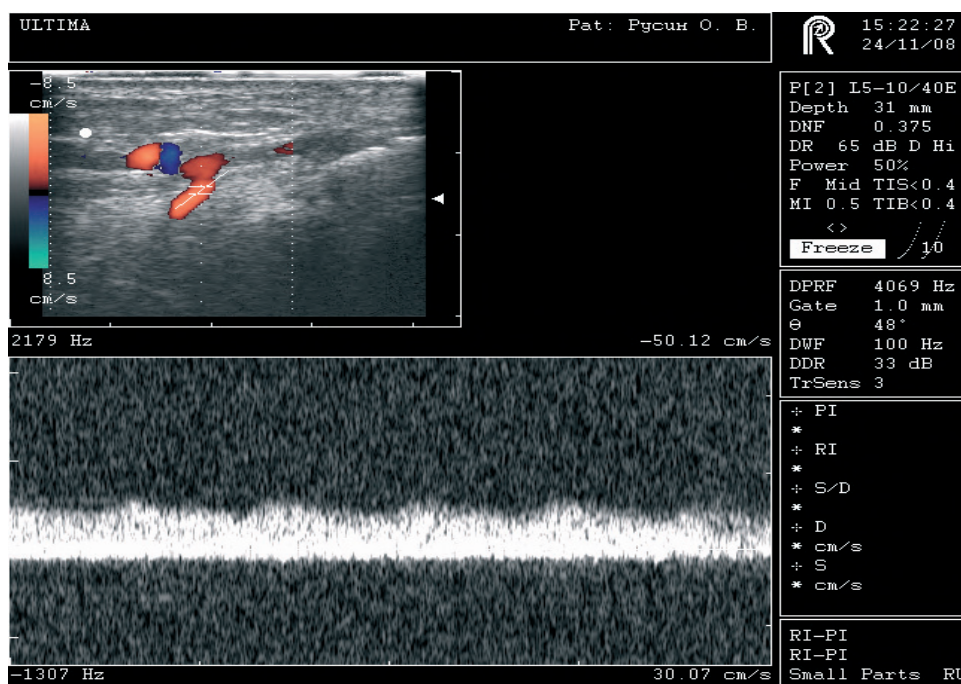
Ultrasound duplex scan of the popliteal artery
